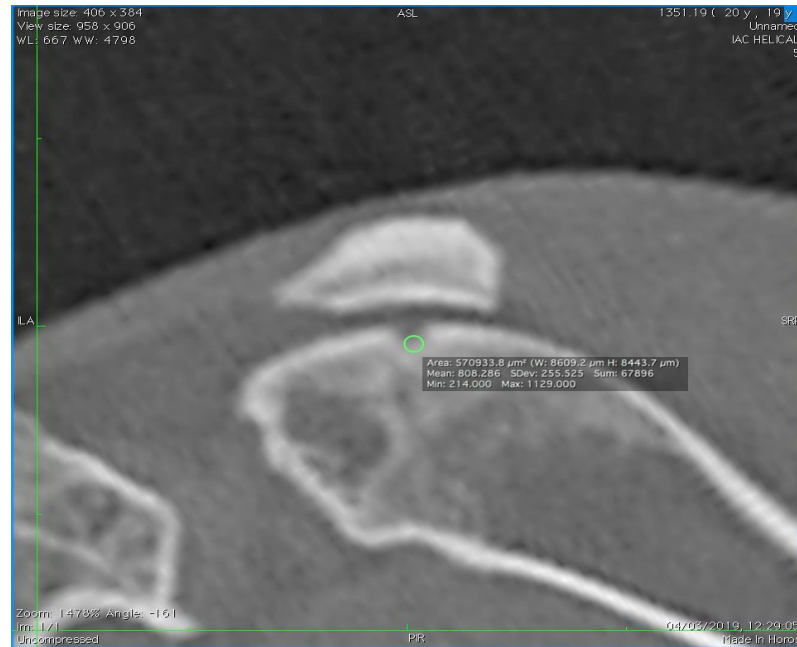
КТ коленного сустава кролика с пластикой дефектов комбинацией ОТП и костного материала, спустя 1 месяц в косоаксиальной проекции – выделение окружностью переходной зоны между хрящом и субхондральной костью хряща с подсчетом средней плотности новообразованной ткани (в срез попал один дефект).
